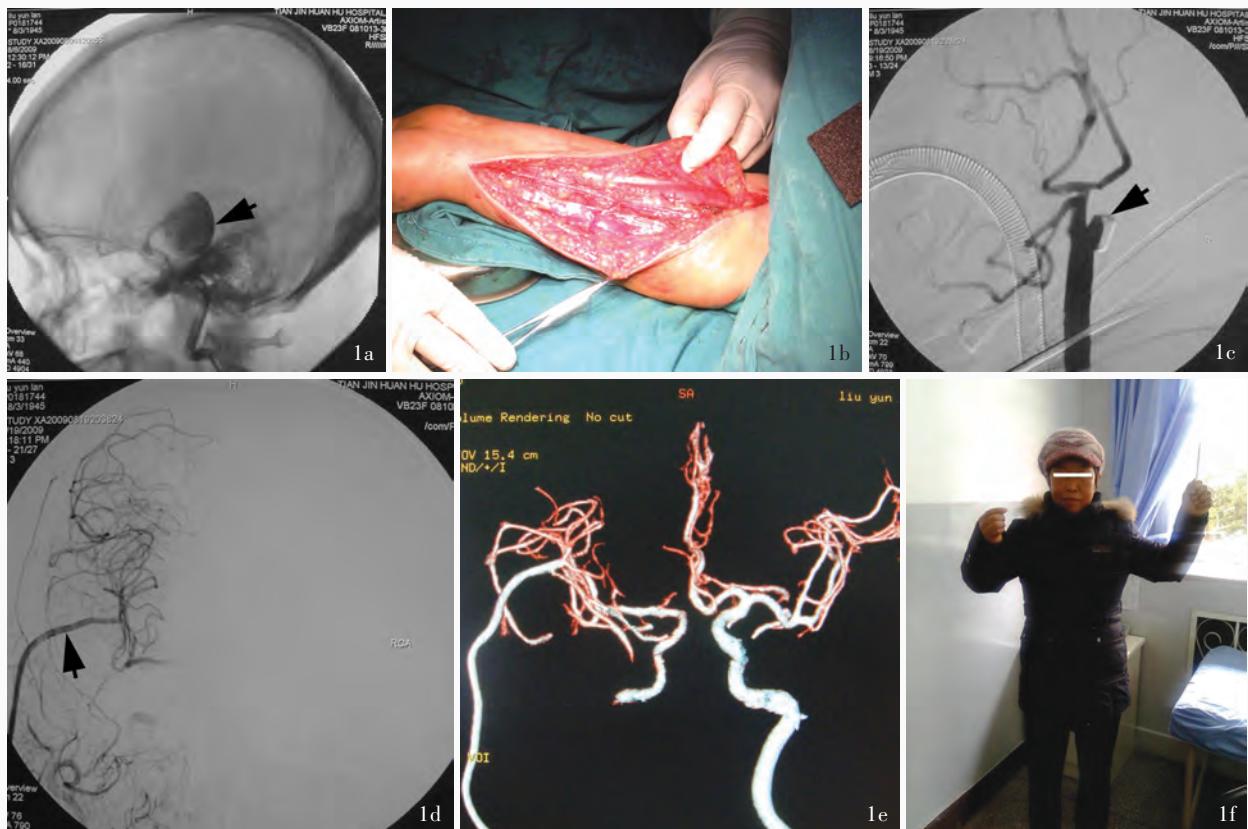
患者女性,65岁。主因再次蛛网膜下隙出血(Hunt-Hess 分级Ⅲ级)入院。术前 MR 灌注成像显示载瘤动脉远端组织供血正常, BOT 呈阳性,患侧压颈脑血管造影检查未见明显侧支代偿 1a 术前脑血管造影检查显示颈内动脉巨大型动脉瘤(箭头所示) 1b 行颈外动脉-桡动脉-大脑中动脉 M2 段血管搭桥术,术中分离桡动脉 1c 术后脑血管造影检查搭桥血管在颈部吻合,血流通畅(箭头所示) 1d 术后脑血管造影检查显示桡动脉与大脑中动脉 M2 段吻合口形态良好,血流通畅(箭头所示) 1e 术后 3 个月随访时,CTA 检查动脉瘤未显影,搭桥血管结构良好、血流通畅 1f 术后 3 个月随访时,患者神经功能缺损程度明显改善,mRS 评分 1 分,生活能够自理
